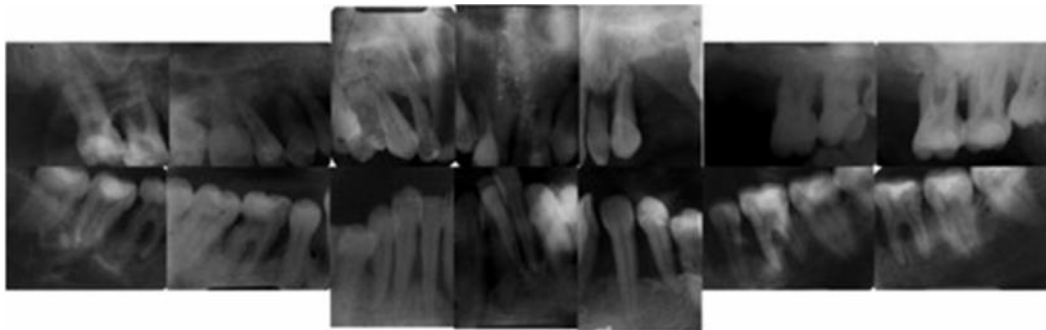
Bilan radiographique, âgée de 22 ans présentant une p.a généralisée avancée.
